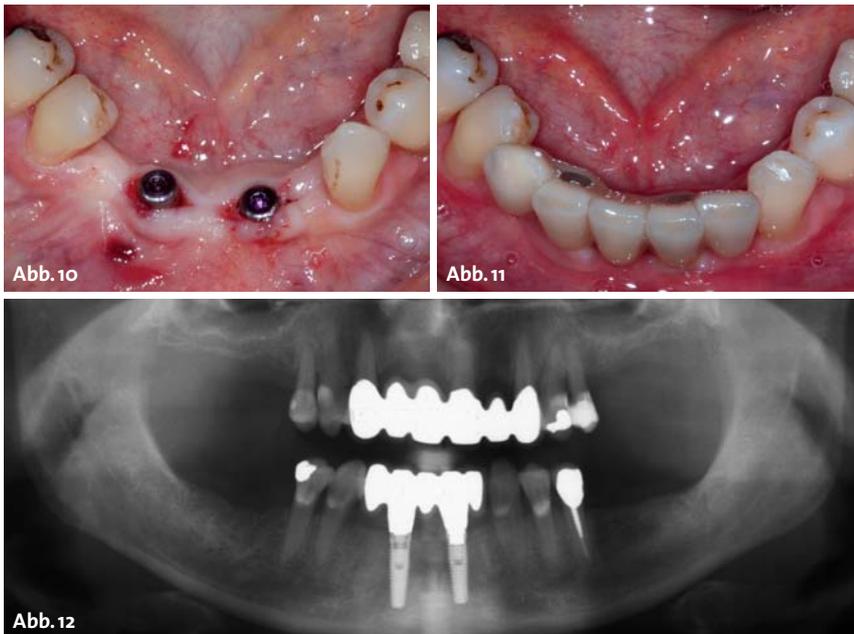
Freilegung der zwei Implantate im Unterkiefer. – Abb. 11: Intraorale Situation nach Eingliederung der Rekonstruktion (VMK-Brücke). – Abb. 12: Orthopantomogramm: Schlussituation mit inserierter Rekonstruktion im Unterkiefer.
